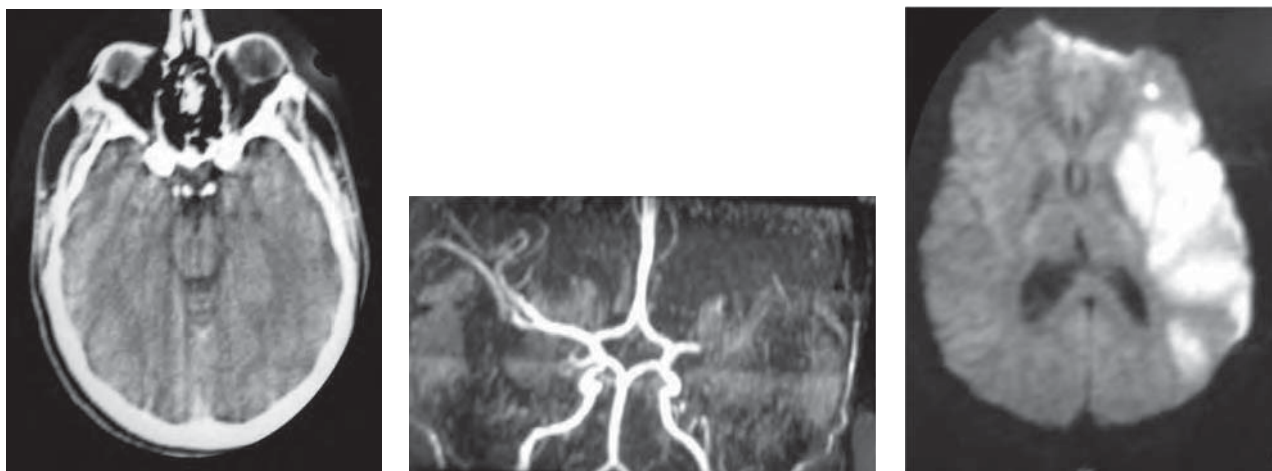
/13.- Angioresonancia cerebral que muestra embolia a nivel de la arteria silviana izquierda. No se observan cambios en la TAC de cráneo, pero se constata una imagen neta de isquemia cerebral en la RMI.
